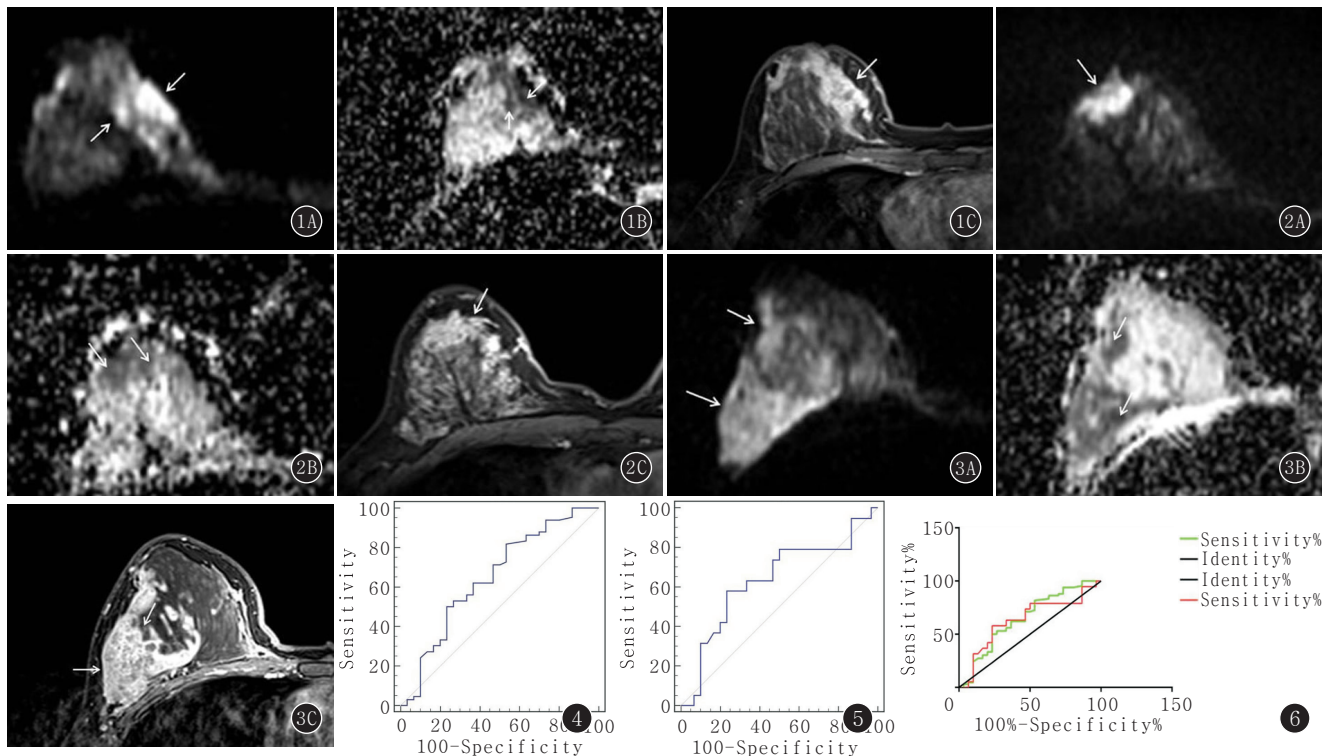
~C 女,30 岁,右侧乳腺 IDC,Luminal B 型。A.为 DWI(b=800 s/mm<sup>2</sup>),显示肿瘤位于乳腺内侧(箭);B.与 A 同层面 ADC 图,箭头所指为测量 ROI 处;C.与 A 同层面延迟增强,肿瘤表现为非肿块强化(箭) 图 2A~C 女,45 岁,右侧乳腺 DCIS,Luminal A 型。A.为 DWI(b=800 s/mm<sup>2</sup>),显示肿瘤位于乳腺前部(箭);B.与 A 同层面的 ADC 图,病变信号不均匀,箭头所指为测量 ROI 处;C.与 A 同层面延迟增强,肿瘤表现为非肿块强化(箭) 图 3A~C 女,33 岁,右侧乳腺 IDC,Luminal B 型。A.为 DWI(b=800 s/mm<sup>2</sup>),显示肿瘤位于乳腺外侧(箭);B.与 A 同层面的 ADC 图,病变信号不均匀,箭头所指为测量 ROI 处;C.与 A 同层面延迟增强,肿瘤表现为非肿块强化(箭) 图 4 IDC Luminal A 型/Luminal B 型 ADC 值 ROC,AUC 为 65.1%>50% 图 5 IDC Luminal A 型/非 Luminal 型 ADC 值 ROC,AUC 为 63.1%>50% 图 6 IDC Luminal A 型为标准,绘制 Luminal B 型和非 Luminal 型 ADC 值 ROC,AUC>50%,提示 ADC 值在分子类型中存在差别
